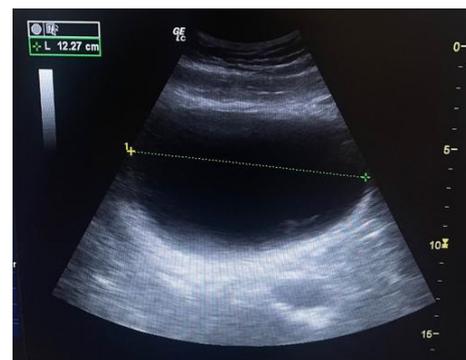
Evaluation and estimation of urinary bladder volume with the use of ultrasound using the convex transducer. We observe the bladder in a longitudinal plane.
